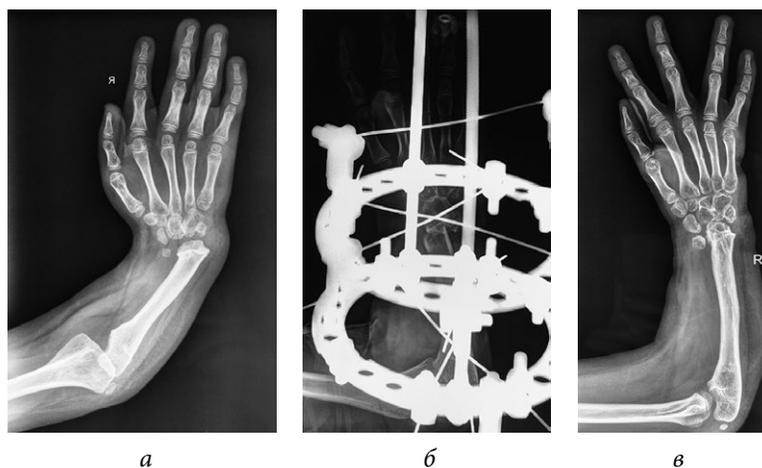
Рентгенограмма верхней конечности пациентки Л., 6 лет, до удлинения локтевой кости (а), после выполнения остеотомии (б) и через 2 года (в)
